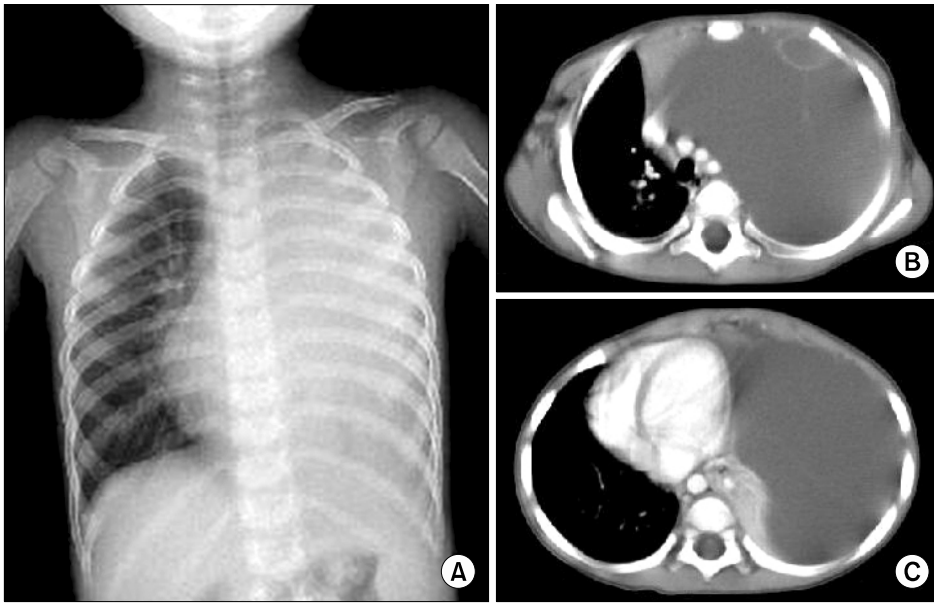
Radiologic finding of Cavernous lymphangioma in 2-year-old male. (A) Chest X-ray shows a homogenous opacity on left thorax and rightward displacement of mediastinal structures, (B) Chest CT demonstrates a huge multi-septated cystic mass occupying left hemithorax with water-like density, (C) Chest CT shows total atelectasis of left lung.
